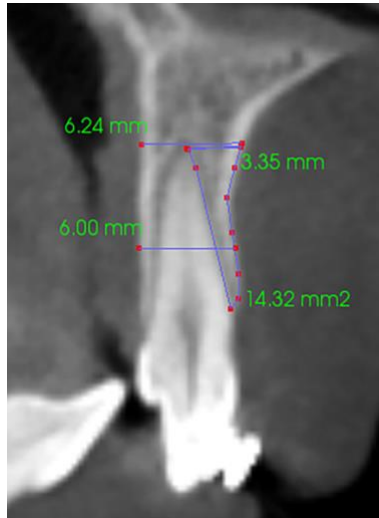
Corte sagital de CBCT donde se observa la densidad ósea de la tabla vestibular del incisivo superior en mm<sup>2</sup>. (57)
